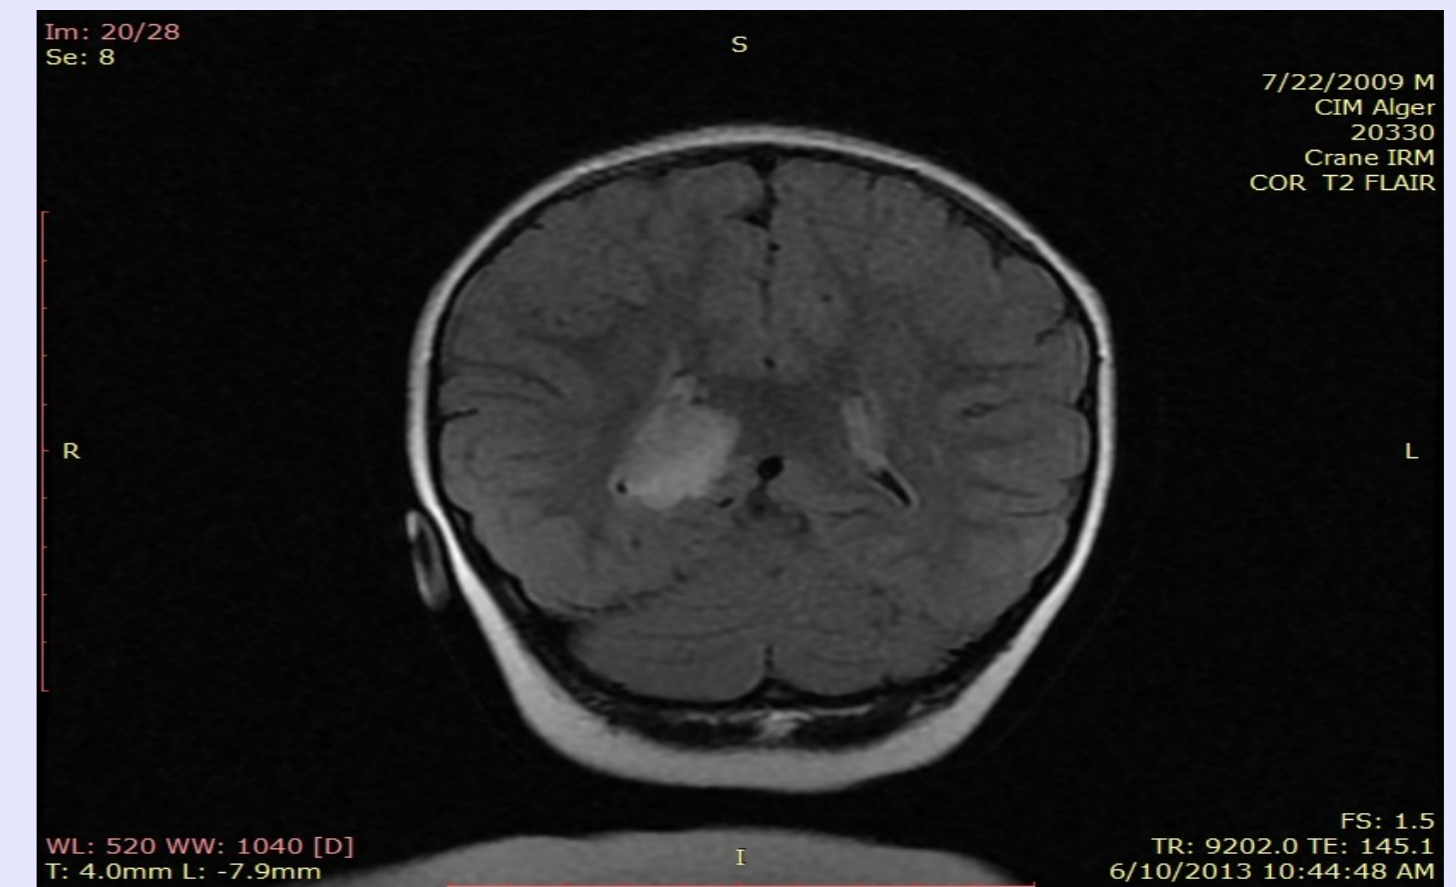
coupe coronale séquence T2 FLAIR, processus hippocampique droit
